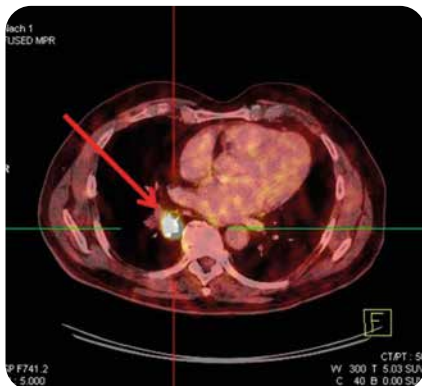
^{68}Ga Gallium-DOTATOC-PET/CT: Karzinoid am Eingang zum rechten Unterlappen
